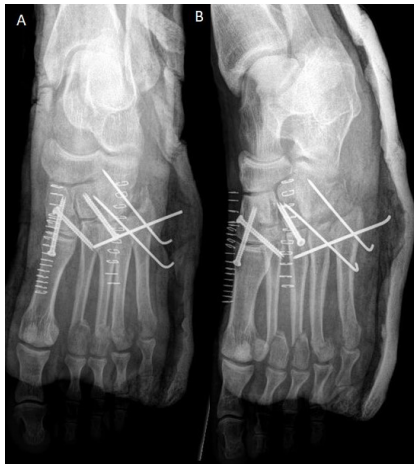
Radiografías de control postintervención en proyección AP (A) y oblicua (B)
